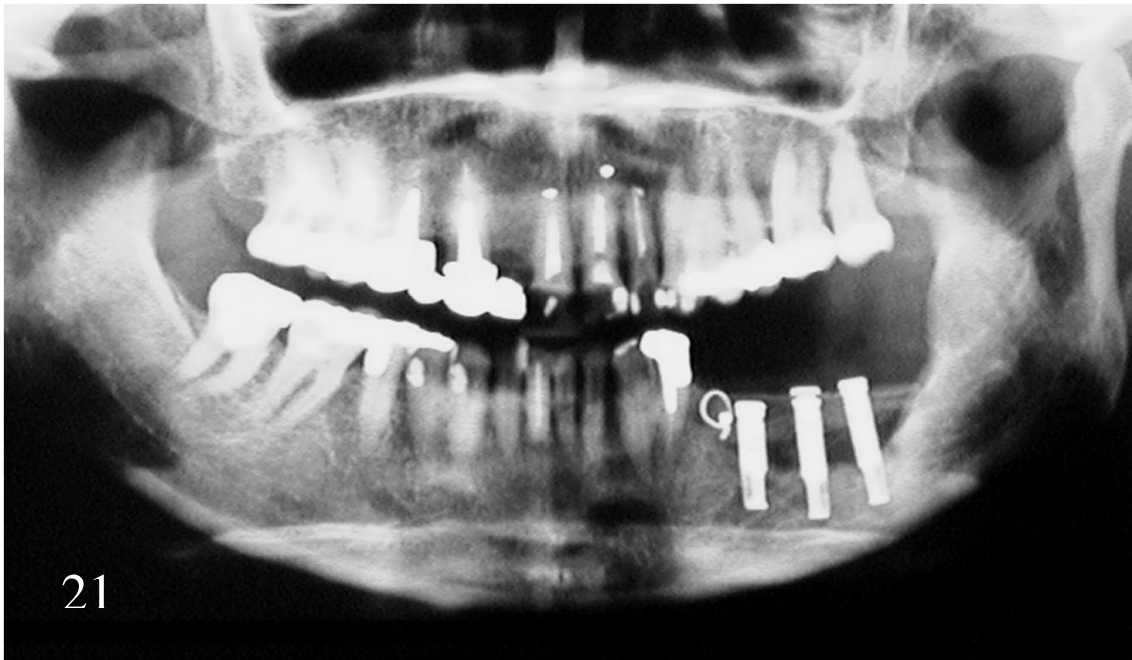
Radiografia panorâmica mostrando a instalação dos implantes osseointegrados e a fixação simultaneamente do enxerto de crista ilíaca, que tinha por função devolver a altura alveolar, preservando o canal mandibular por causa da presença de sensibilidade.
